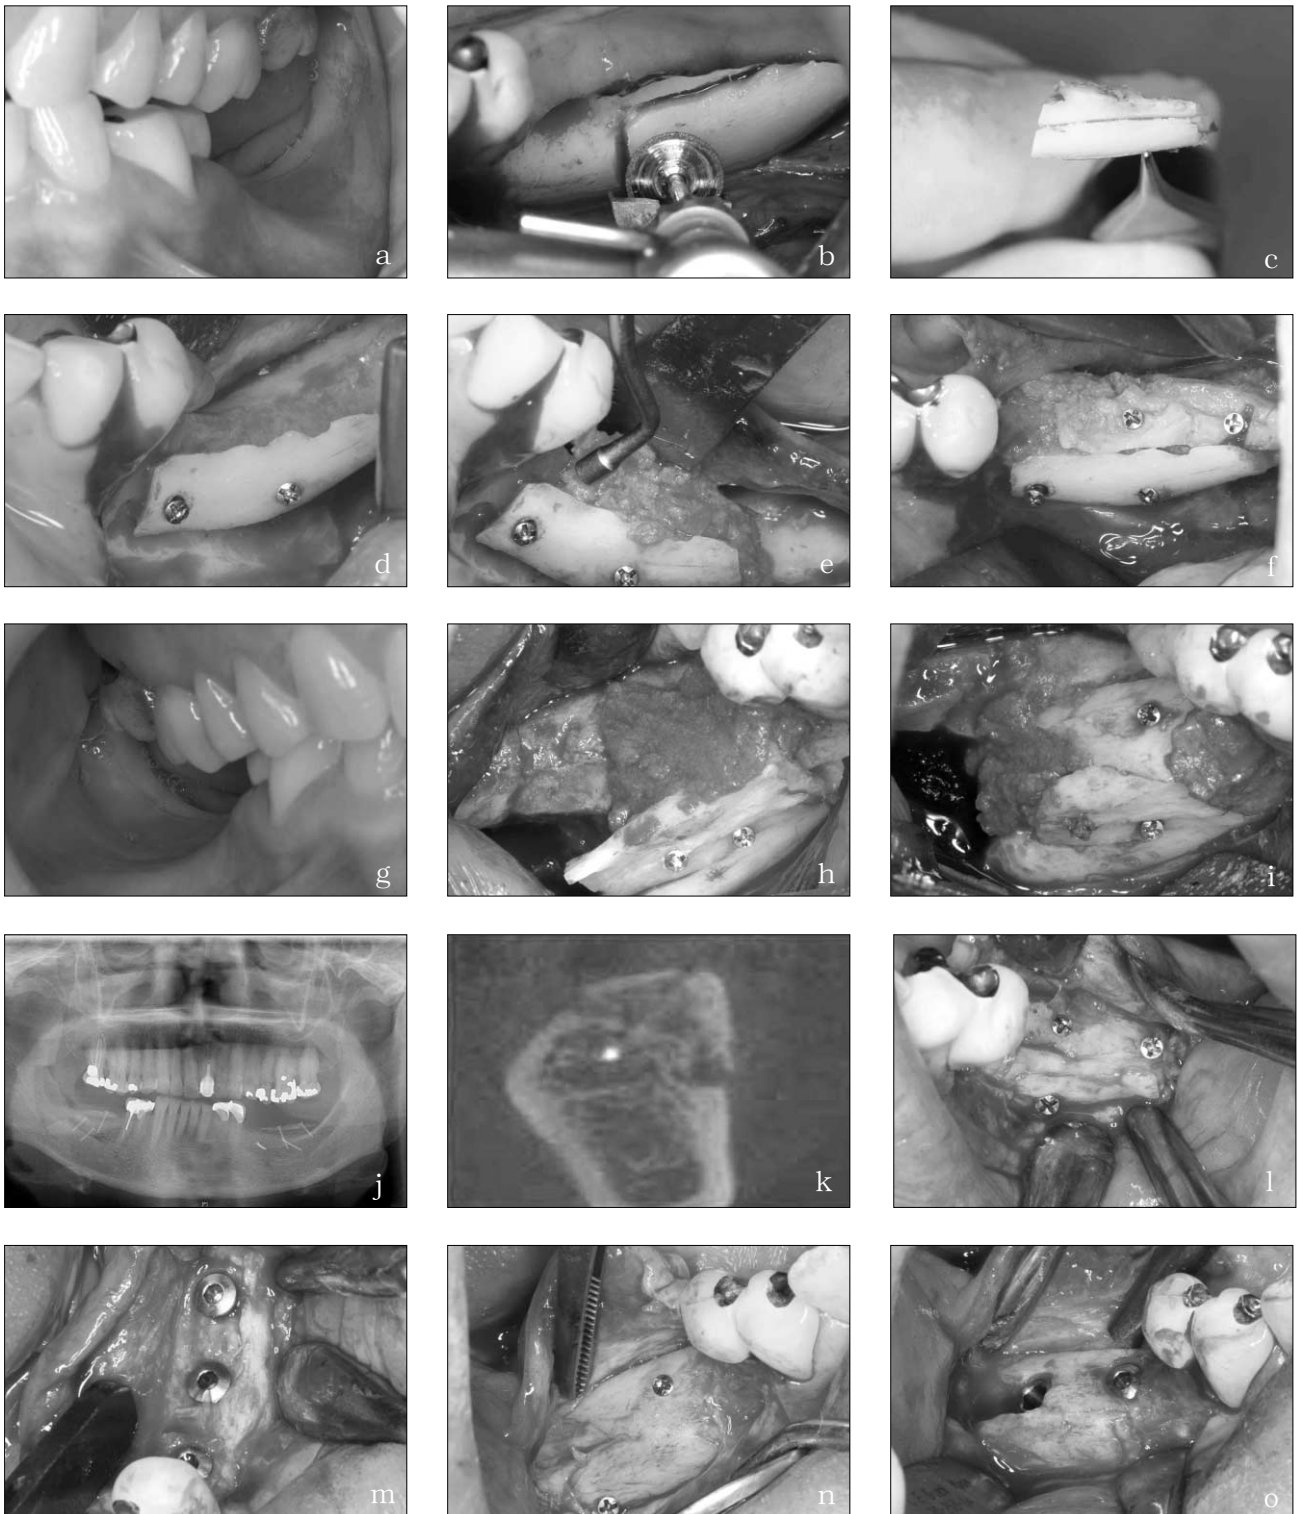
Patient 1, Vertical alveolar deficiency on both posterior mandible (a) defect prior to bone graft on left side; (b) ramal block harvesting with microsaw(Dentsply co. Germany); (c) block bone separating into 1mm thickness; (d) lateral positioning with 1st thin block; (e) particulated bone mixture graft is placed; (f) 2nd thin block is fixed over the graft as a roof; (g) defect prior to bone graft on right side; (h) lateral thin block and chip bone graft is done; (i) 3-dimensional alveolar bone graft is completed; (j) post operative panoramic radiograph showing vertically augmented alveolar ridge; (k) a sagittal view of augmented area with dental CT; (l) exposure of regenerated area on left side with the screw still in situ ; (m) implants are placed; (n) exposure of regenerated area on right side with the screw still in situ; (o) implants are placed.
